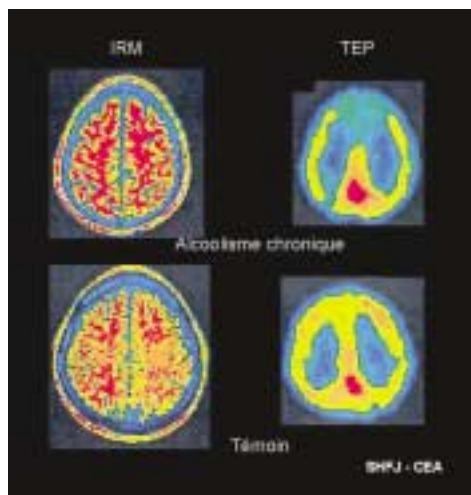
Coupes IRM anatomiques (à gauche) et images de la consommation de glucose en TEP (à droite) au même niveau obtenues chez un consommateur excessif chronique et un patient sain
